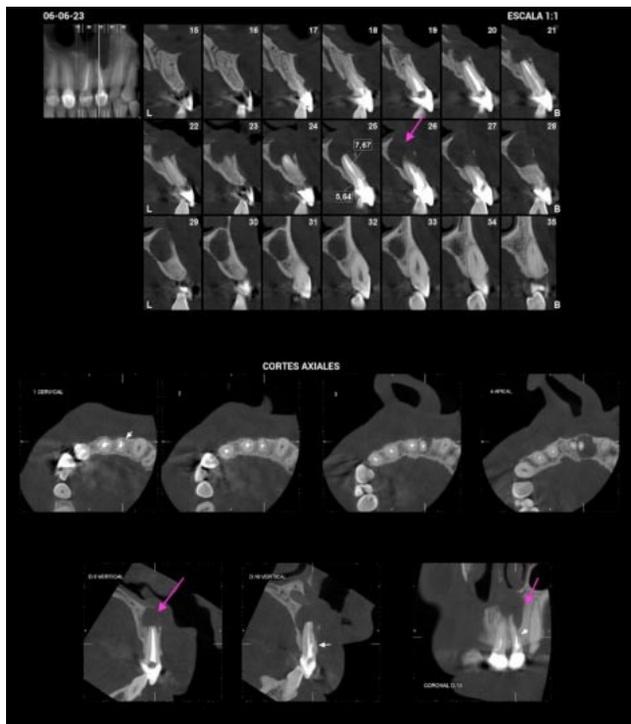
Tomografía computarizada cone beam maxilar superior. Flechas rosadas indican lesión osteolítica extensa que compromete piso de fosa nasas y ápices de dientes 2.1 y 2.2.
